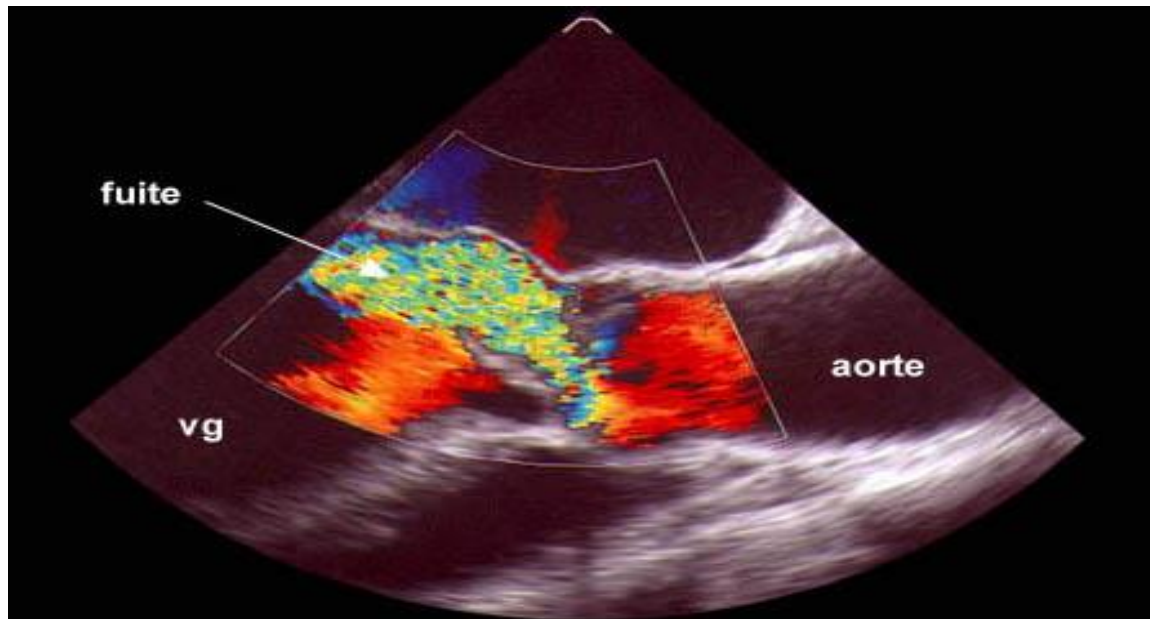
Visualisation d'une fuite du sang (en couleur) de l'aorte vers le ventricule gauche, d'après la réalisation d'une échographie du cœur par voie transoesophagienne
